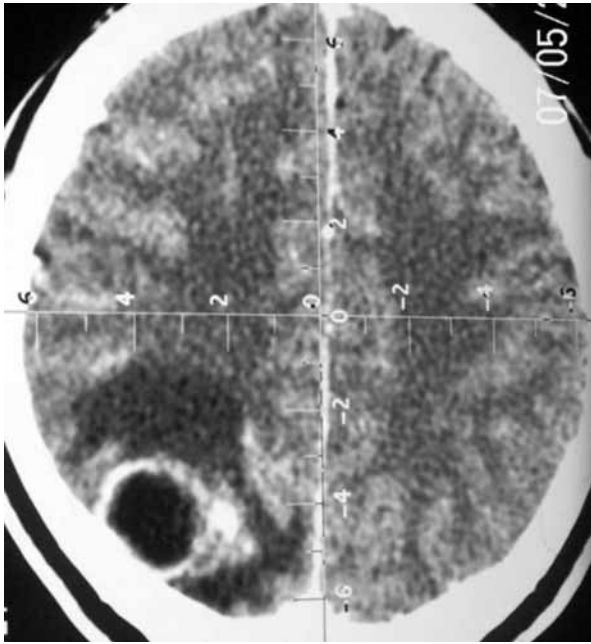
Tomografía cerebral con contraste (TCCC). Absceso cerebral de forma anular con 'nódulo mural', asociado a edema periaabsceso.
